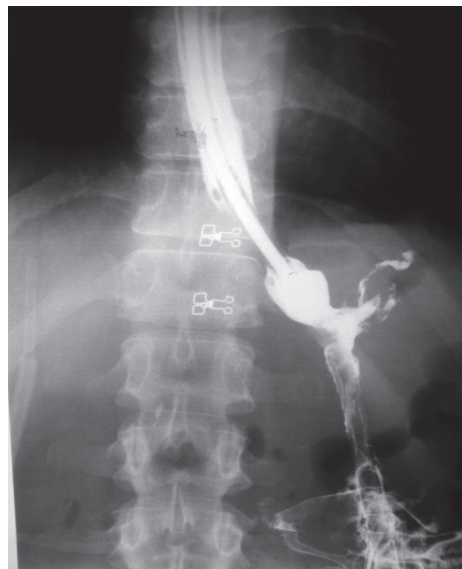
Рентгенография пищевода
